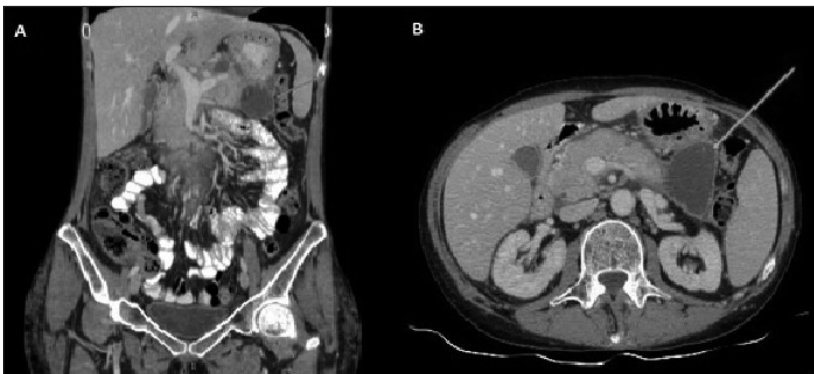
Tomografía Axial Computarizada con contraste endovenoso y oral en fase venosa Cortes selectivos coronal (A) y axial (B) a la altura de epigastrio, se observa a nivel de la cola pancreática imagen expansiva hipodensa con respecto a la glándula pancreática, homogénea que presenta pared fina la cual no muestra realce con el material del contraste, que contacta sin producir efecto de masa con órganos huecos concomitantes (pared posterior del estómago y ángulo esplénico del colon). Sin dilatación del conducto pancreático principal. En posible relación con pseudoquistes pancreáticos. Pared posterior del estómago engrosada. Pequeñas adenopatías para-aórticas izquierdas e interaortocava de aspecto inflamatorio.
